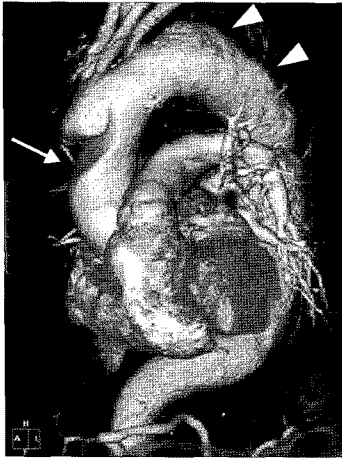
Preoperative 3D-reconstructing CT image shows the separate lesions of ascending (arrow) and descending (arrow heads) thoracic aortic aneurysm.
